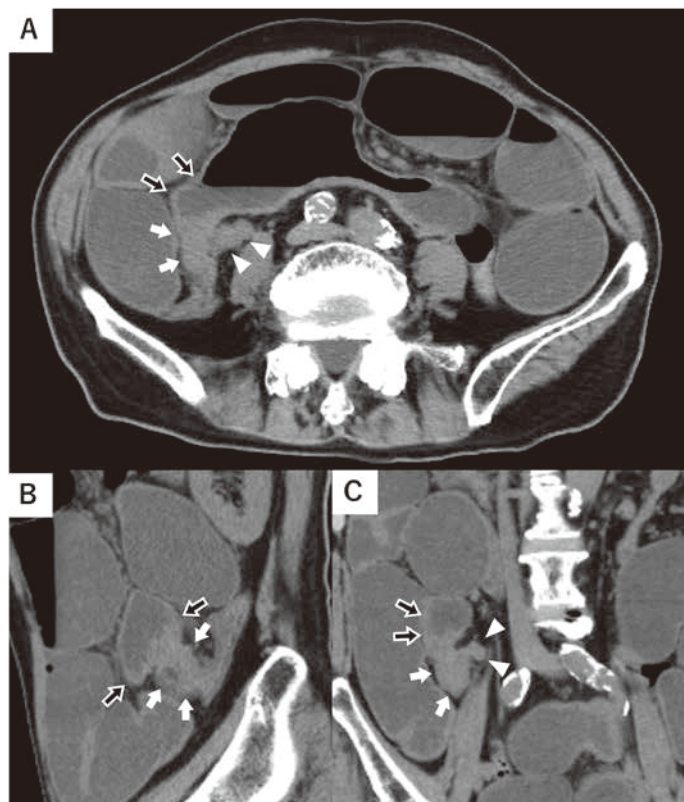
単純 CT 水平断 (A), 矢状断 (B), 冠状断 (C) を示す。回盲部は内側に偏位し盲腸 (白矢印) から回腸末端 (黒矢印) に連続する壁の肥厚および内腔狭小化を認めた。また口側腸管の著明な拡張を認めた。虫垂様構造 (白矢頭) を認めるが明らかな腫大は認められ無かった。
